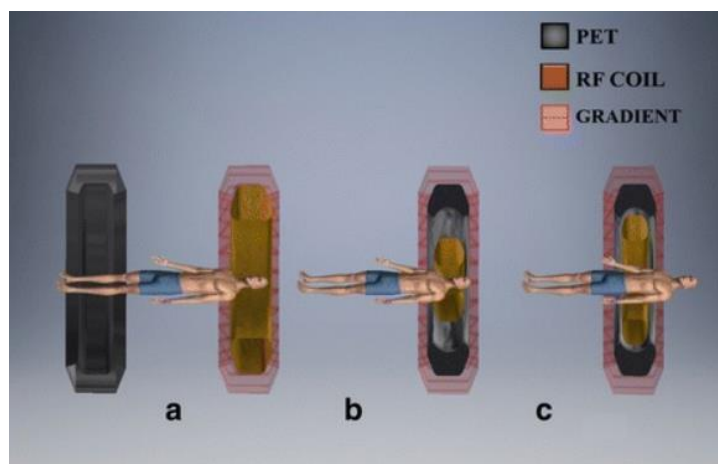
Rappresentazione delle diverse configurazioni di sistemi PET/RM (a) Design sequenziale, (b) Scanner MRI con inserimento PET simultaneo e (c) Sistema completamente integrato simultaneo
